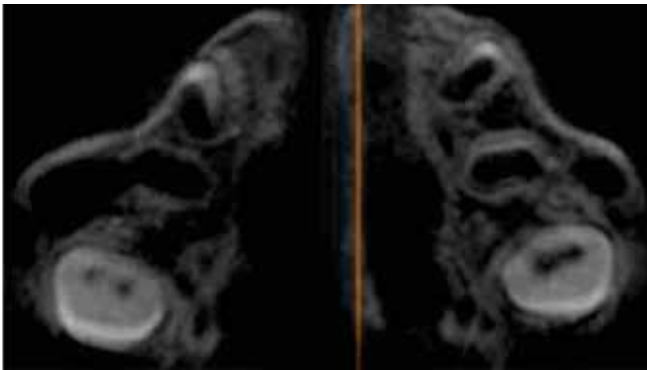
Tomografía volumétrica CD-3D Cone beam, vista oclusal.
